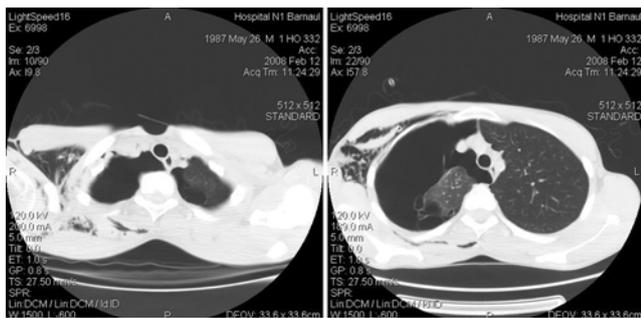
Компьютерные томограммы органов грудной клетки больного 20 лет после дренирования правой плевральной полости
